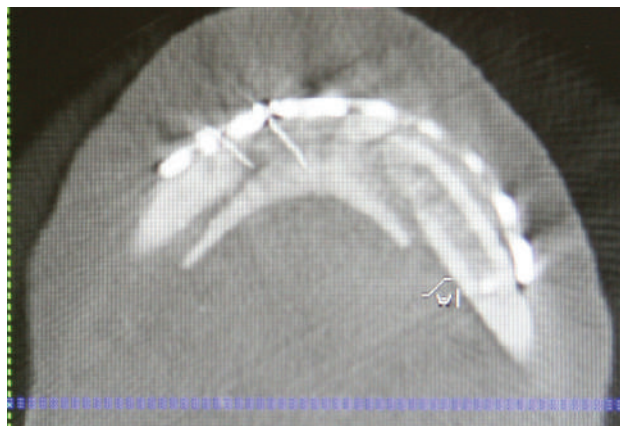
На послеоперационной конусно-лучевой компьютерной томографии в аксиальной проекции видно лигирование язычной пластинки и соответствующей мускулатуры к восстановительной пластине при помощи проволоочной фиксации
